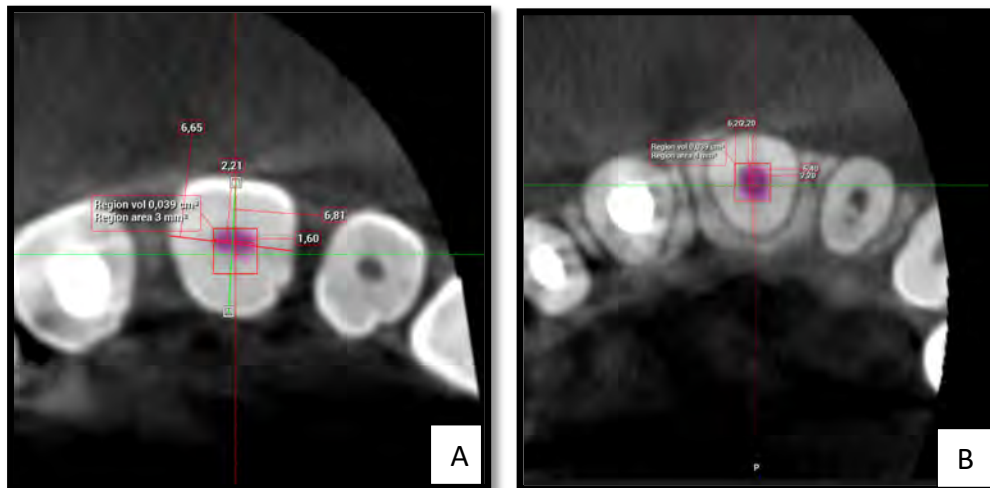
Imágenes de CBCT en el plano axial de un incisivo, donde se aprecia en rosa la pulpa. A. Mediciones coronales; B. Mediciones radiculares.
